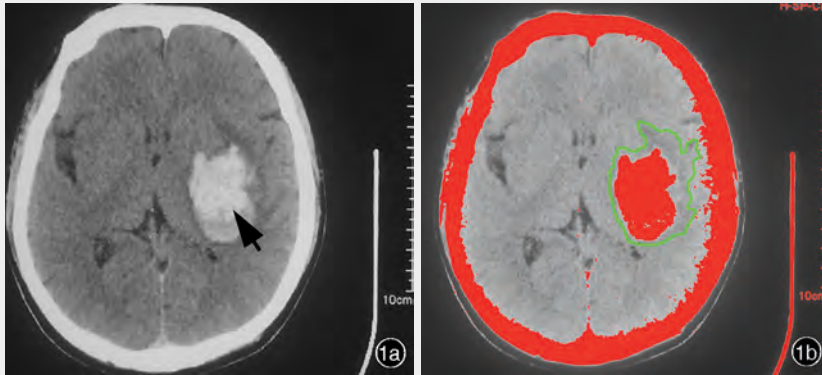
基底节脑出血患者头部 CT 检查所见 1a 平扫血肿呈高密度(箭头所示),周围可见不规则形脑水肿区 1b 应用 Image J 图像处理软件对图 1a 进行处理,血肿和脑水肿的混合面积通过手工勾画(绿线内区域),血肿面积根据血肿阈值差异自动标出(实心红色伪彩区域)
